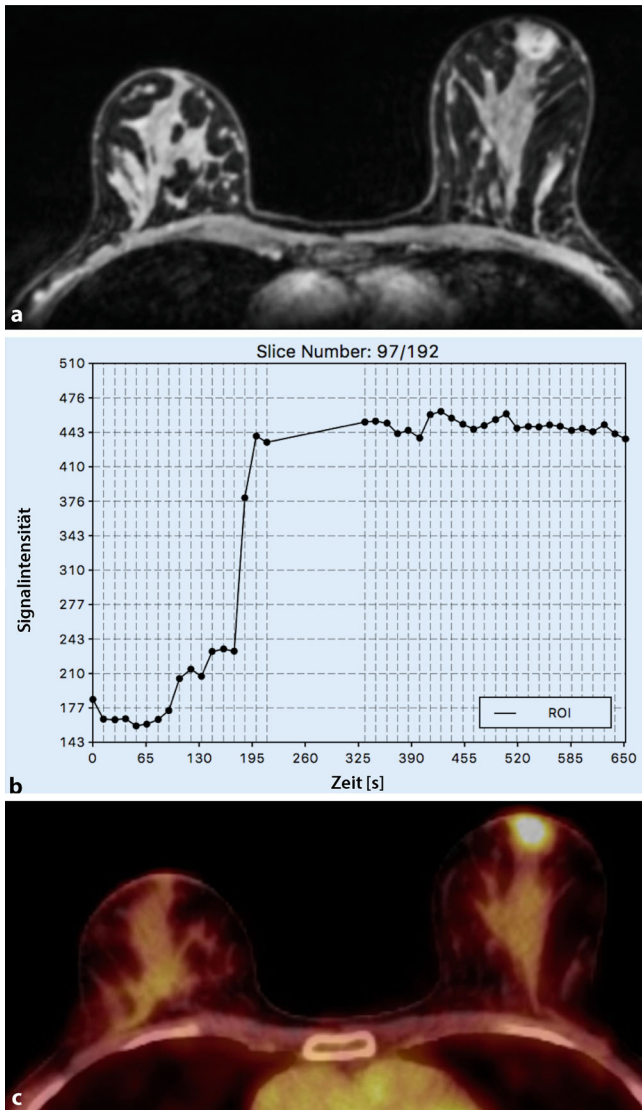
◀ ^{18}F -FDG-PET-CT vs. KM-MRT. 46-jährige Patientin mit einem invasiv duktalem Mammakarzinom G3 retromammillär in der Mamma links. a Die 1,2 cm runde und irregulär beirandete Herdläsion zeigt ein b initial kräftiges Enhancement mit anschließendem Plateau (BI-RADS 5). c In der ^{18}F -FDG-PET-CT ist die Läsion deutlich ^{18}F -FDG-avid mit einem SUV_{max} von 4,4. Die Läsion wurde mit beiden Modalitäten richtig-positiv beurteilt. ROI „region of interest“, ^{18}F -FDG-PET-CT ^{18}F -Fluoresoxyglucose-Positronen-emissionstomographie-Computer-tomographie, KM Kontrastmittel, BI-RADS Breast Imaging Reporting and Data System, SUV „standardized uptake value“
